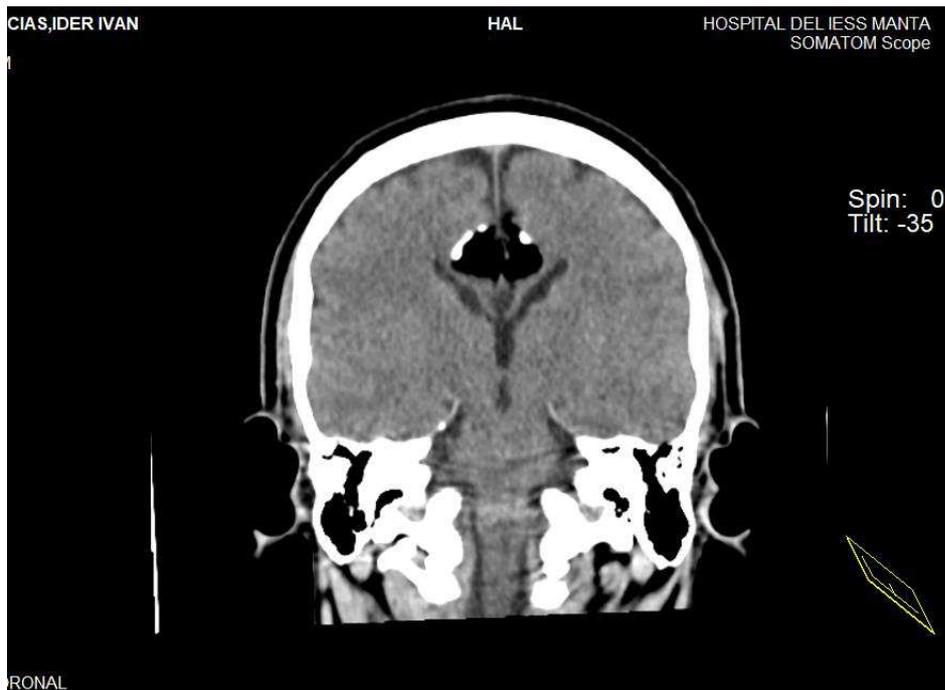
Figura #3: Corte coronal de tomografía donde se visualiza cavum vergae y las calcificaciones del lipoma del cuerpo calloso.
